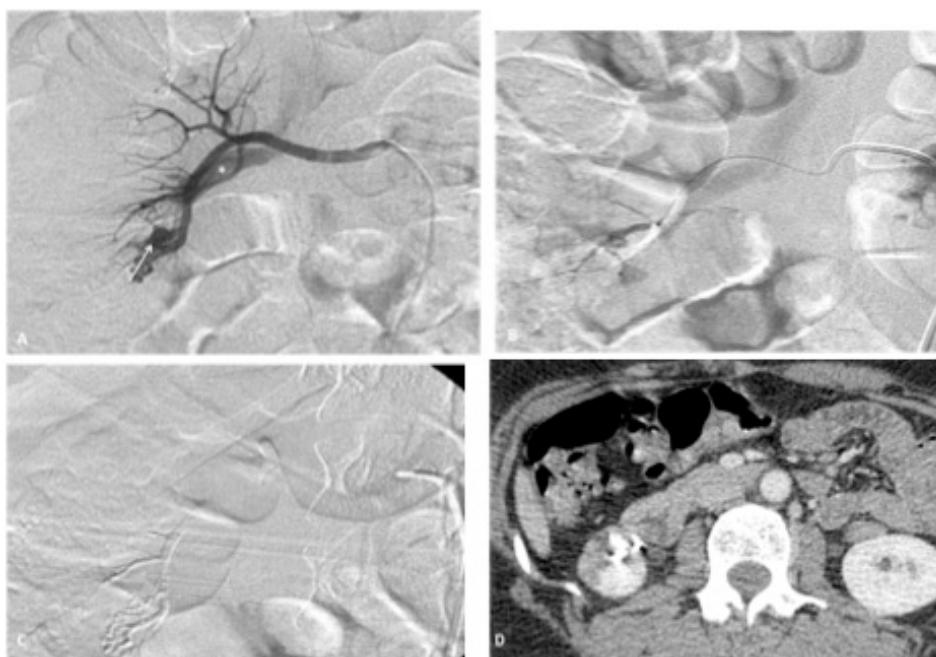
(A) Right renal angiography, digital subtraction imaging showing glomerulus-like arteriovenous malformation with distinct nidus (arrow) and early draining inferior medial vein (*). (B) Superselective angiography with enlarged depiction of the renal AVM microcatheter tip in wedge position. (C) Control angiography after complete embolization with NBCA, nidus is filled with glue. (D) Enhanced CT 1 month after embolization demonstrated no recurrence of AVM, and a small high density areas indicated residual lipiodol, no hematuria was evident after the first year of follow-up.
